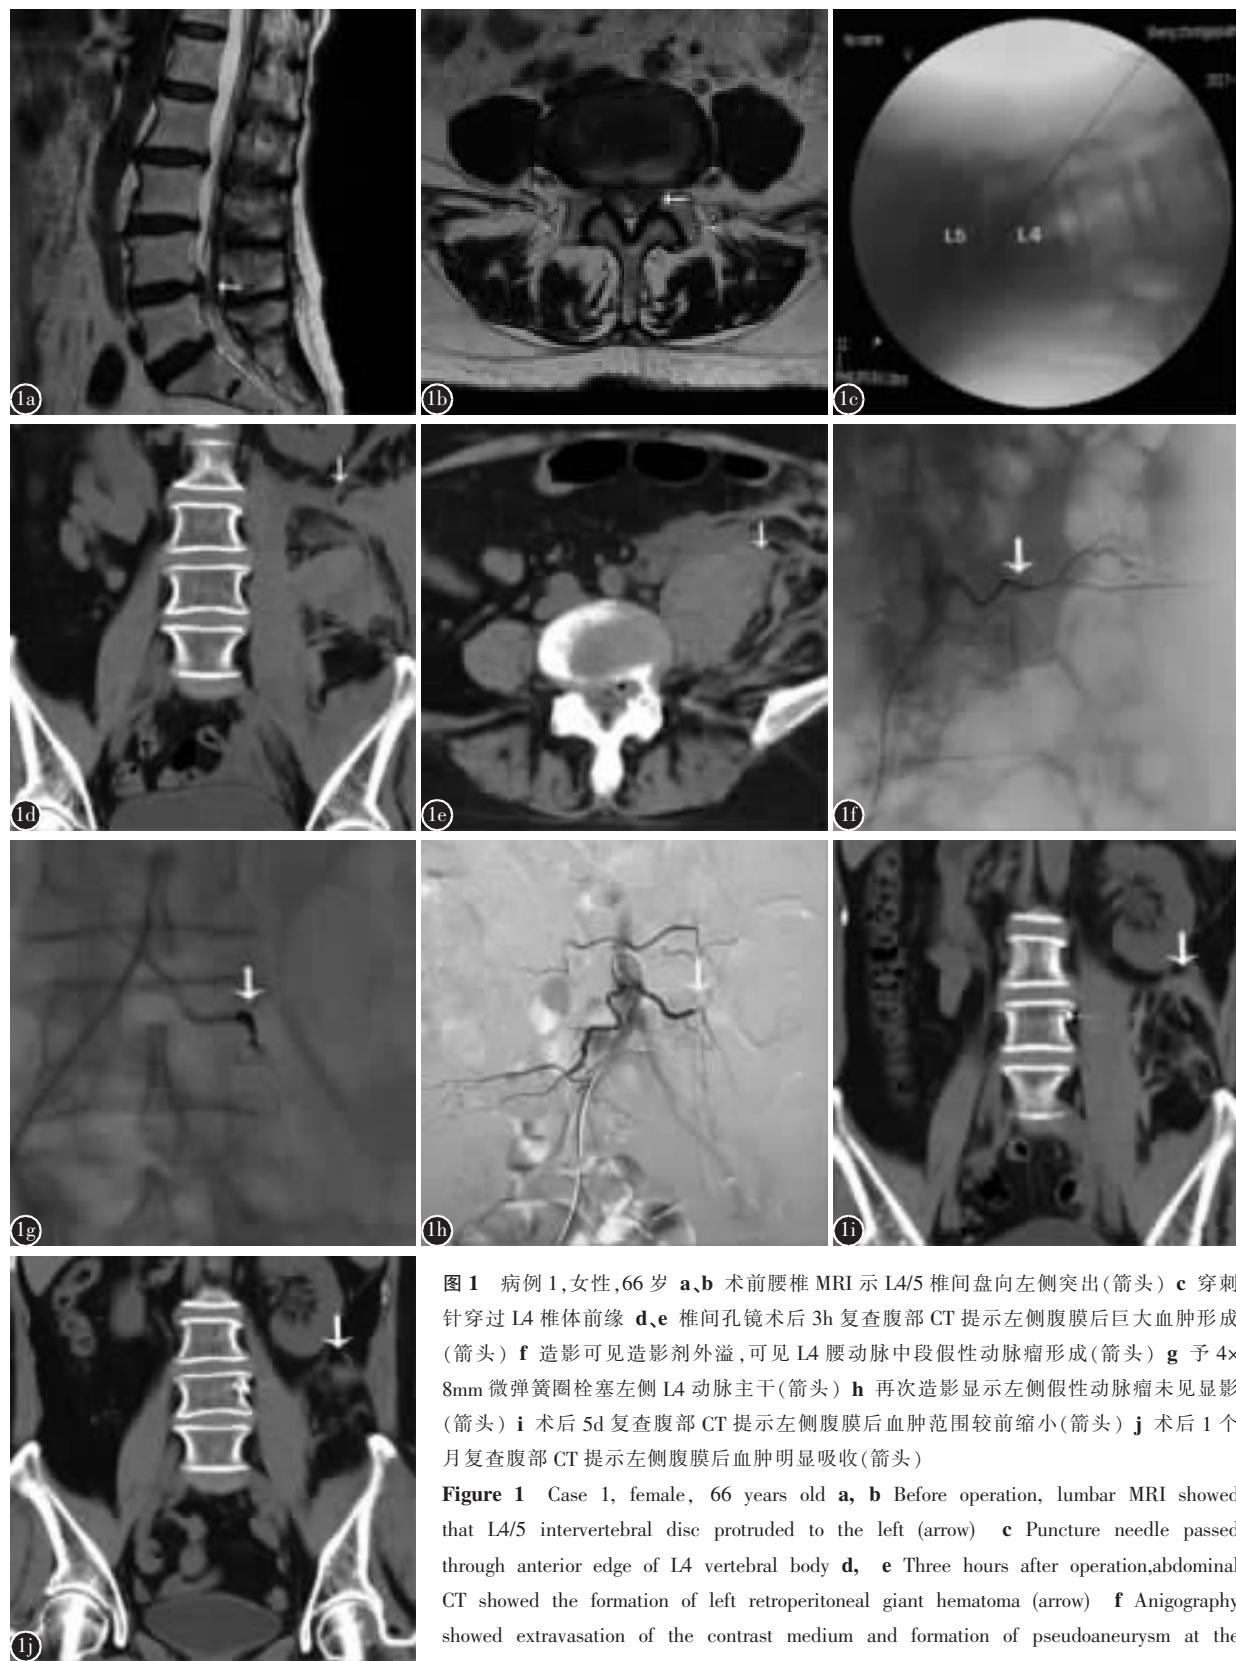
病例 1,女性,66岁 a、b 术前腰椎MRI示L4/5椎间盘向左侧突出(箭头) c 穿刺针穿过L4椎体前缘 d、e 椎间孔镜术后3h复查腹部CT提示左侧腹膜后巨大血肿形成(箭头) f 造影可见造影剂外溢,可见L4腰动脉中段假性动脉瘤形成(箭头) g 予4×8mm微弹簧圈栓塞左侧L4动脉主干(箭头) h 再次造影显示左侧假性动脉瘤未见显影(箭头) i 术后5d复查腹部CT提示左侧腹膜后血肿范围较前缩小(箭头) j 术后1个月复查腹部CT提示左侧腹膜后血肿明显吸收(箭头)
